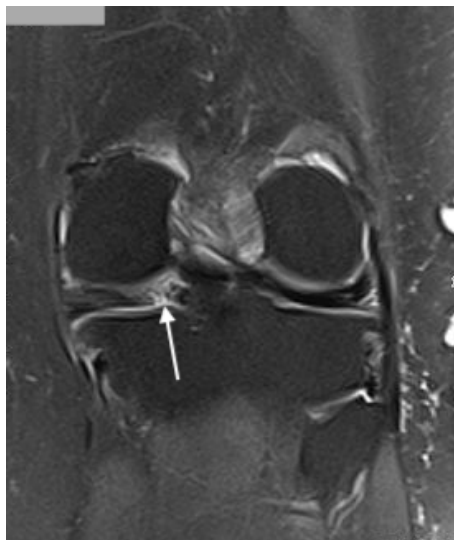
МРТ левого коленного сустава стрелкой указан разрыв корня медиального мениска
